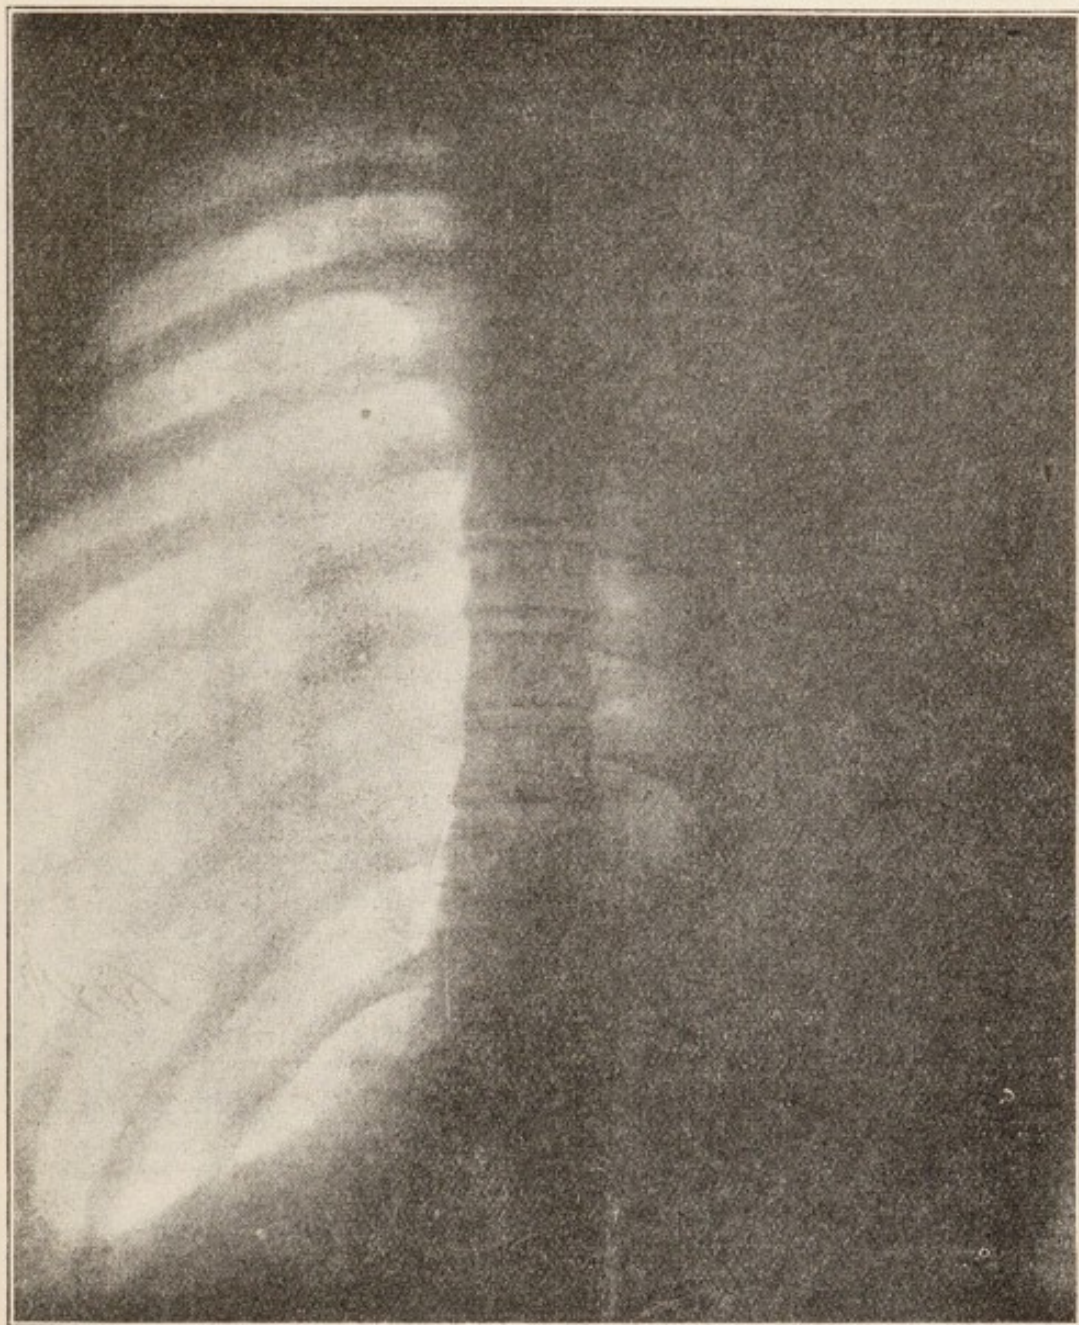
Caso 5. - Reperto radiografico dorsale.
